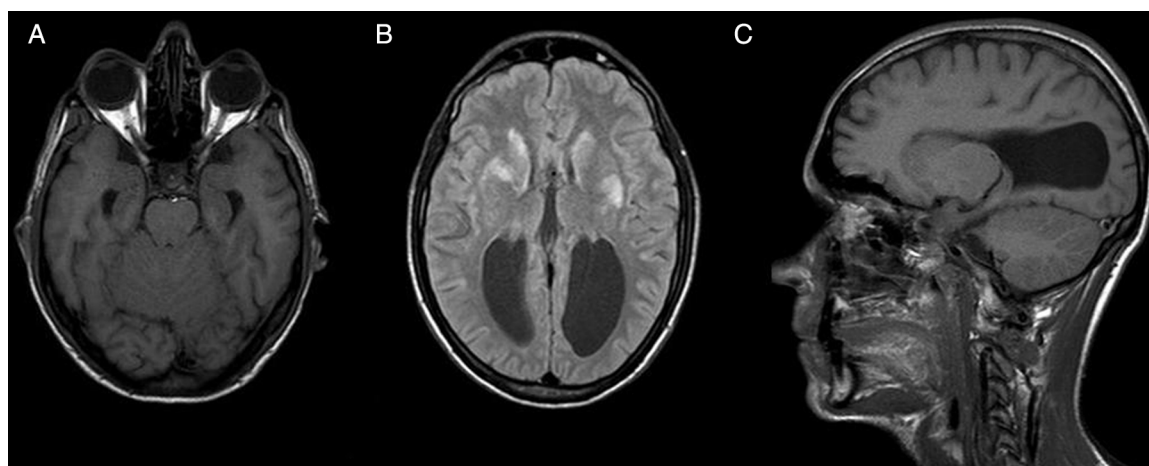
A) Tortuosidad con leve dilatación de las vainas de ambos nervios ópticos. B) Múltiples dilataciones de espacios perivascuales (EPV) a nivel de la comisura blanca anterior, ganglios de la base, tálamos y sustancia blanca periventricular, con señal hiperintensa en secuencia FLAIR. Las mismas no presentaban realce luego de la administración de contraste por vía intravenosa. C) Agenesia del cuerpo calloso, asociada a colpocefalia.
